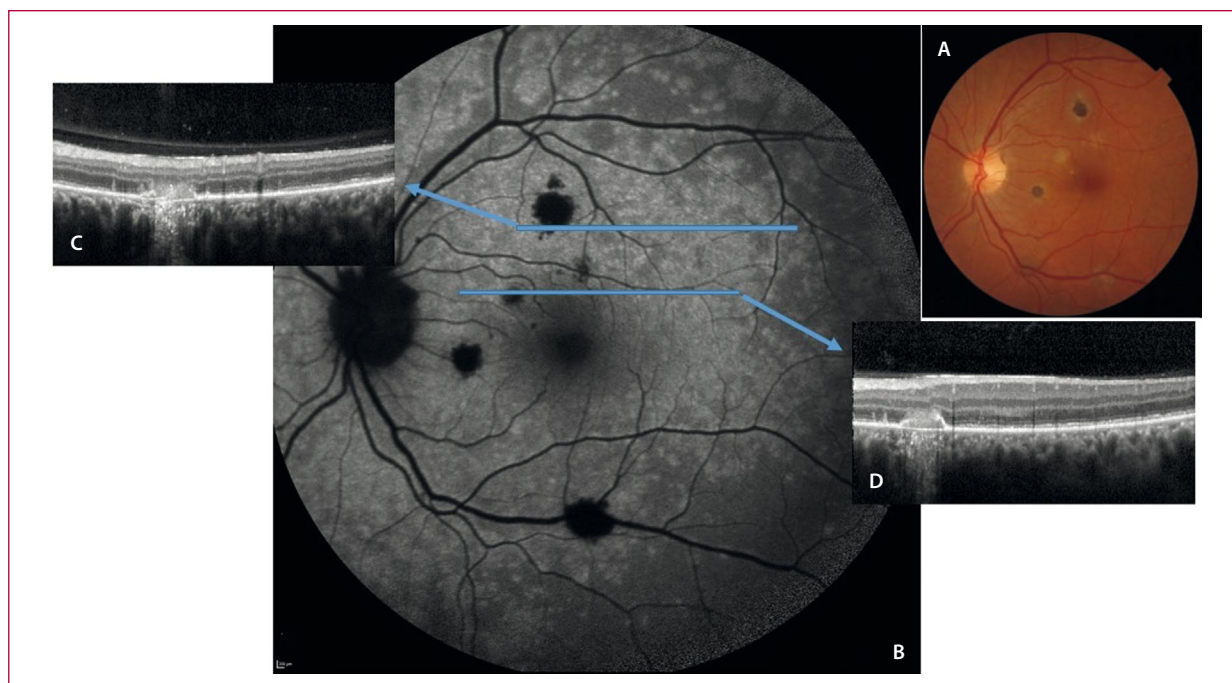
Mujer de 41 años con coroiditis punteada interna. A) La retinografía muestra lesiones inflamatorias en el polo posterior, algunas amarillentas (más recientes) y otras pigmentadas (más antiguas). B) La autofluorescencia muestra una hipoautofluorescencia en las lesiones y una hiperautofluorescencia parcheada multifocal tipo fotorreceptoritis difusa (epi-síndrome de múltiples puntos blancos evanescentes). C y D) La tomografía de coherencia óptica a través de las lesiones demuestra material hiperreflectivo con disrupción del epitelio pigmentario e hipertransmisión posterior. Obsérvese alrededor de la lesión la alteración de los elipsoides y lesiones hiperreflectivas verticales en la capa nuclear externa, típicas del síndrome de múltiples puntos blancos evanescentes.
